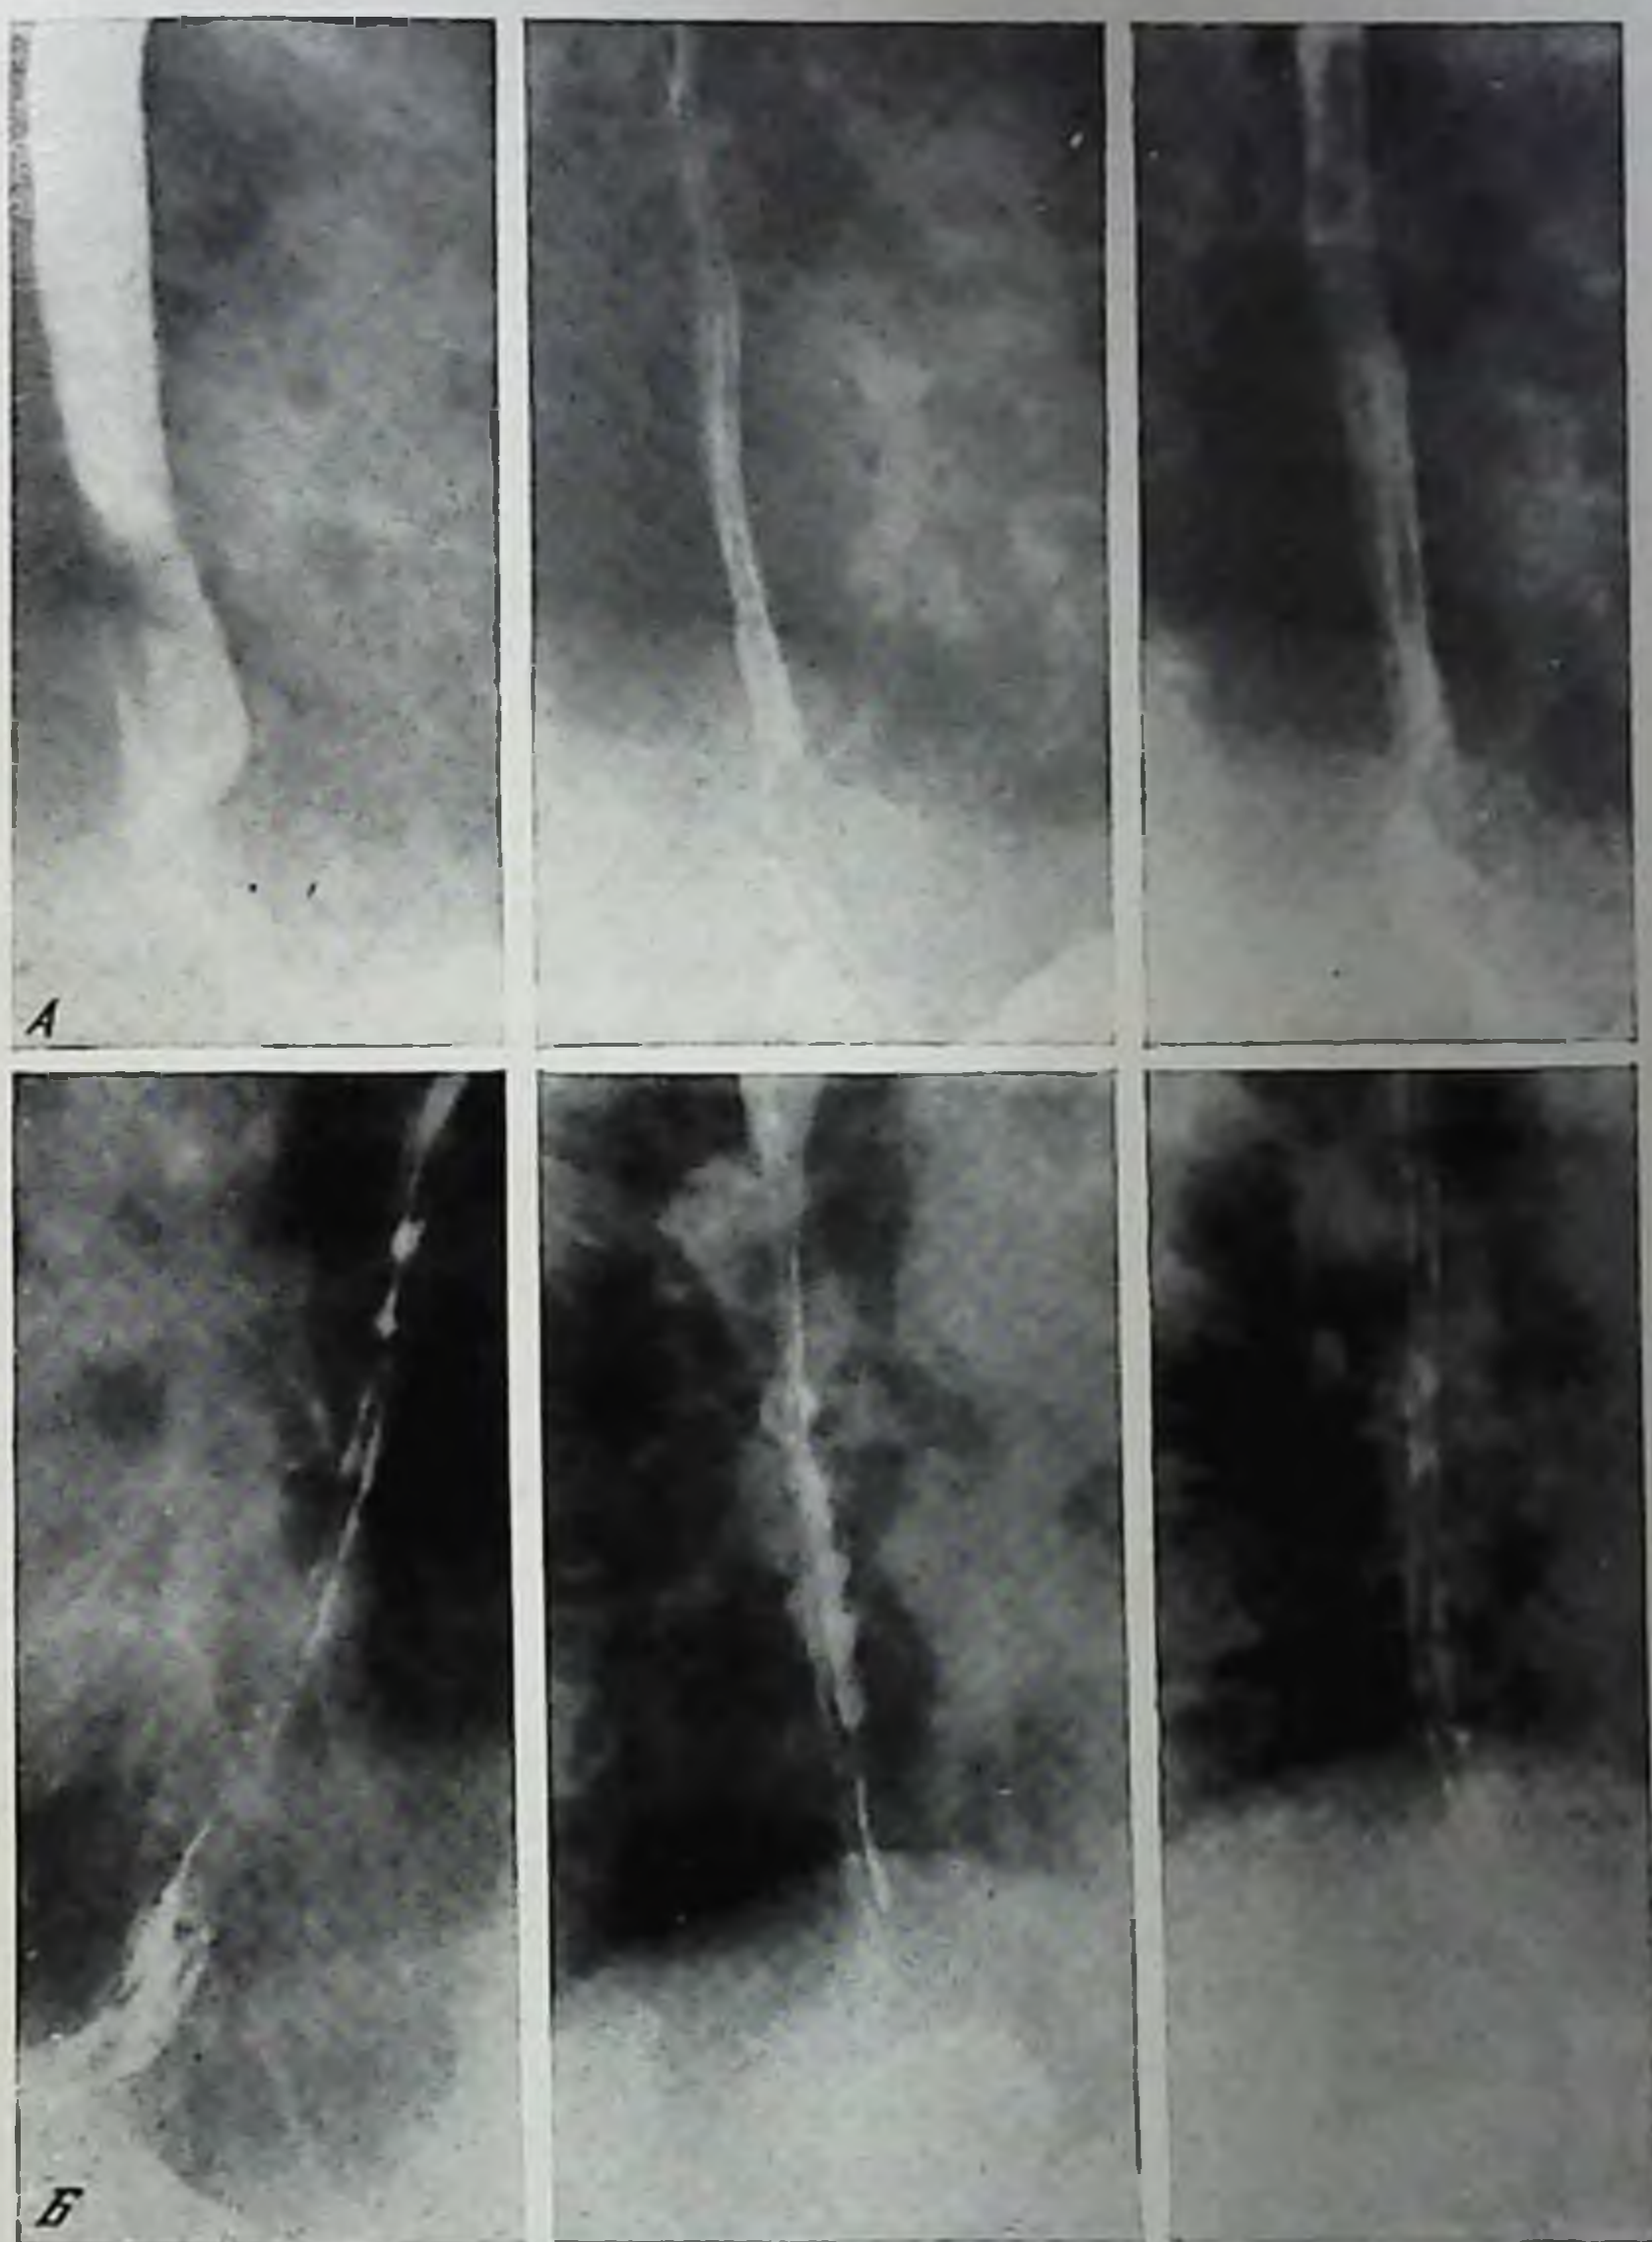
Рентгенограммы пищевода больного Ф.
